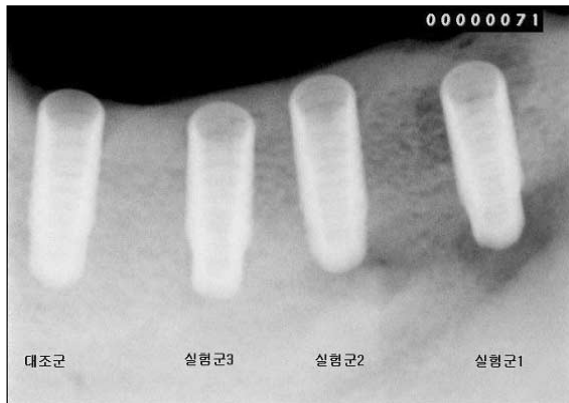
Intraoral X-ray Finding. Evaluation of osseointegration and infection site.
